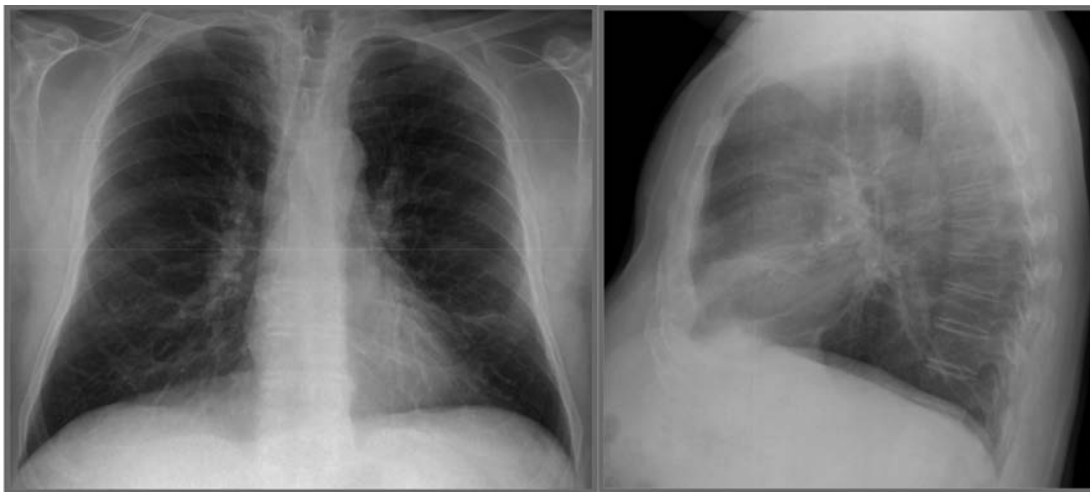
На рентгенограмме органов грудной клетки в прямой проекции определяется округлая единичная тень размером 15 мм. На рентгенограмме в боковой проекции данная тень не визуализируется. После маркировки сосков выявленная тень является тенью соска
